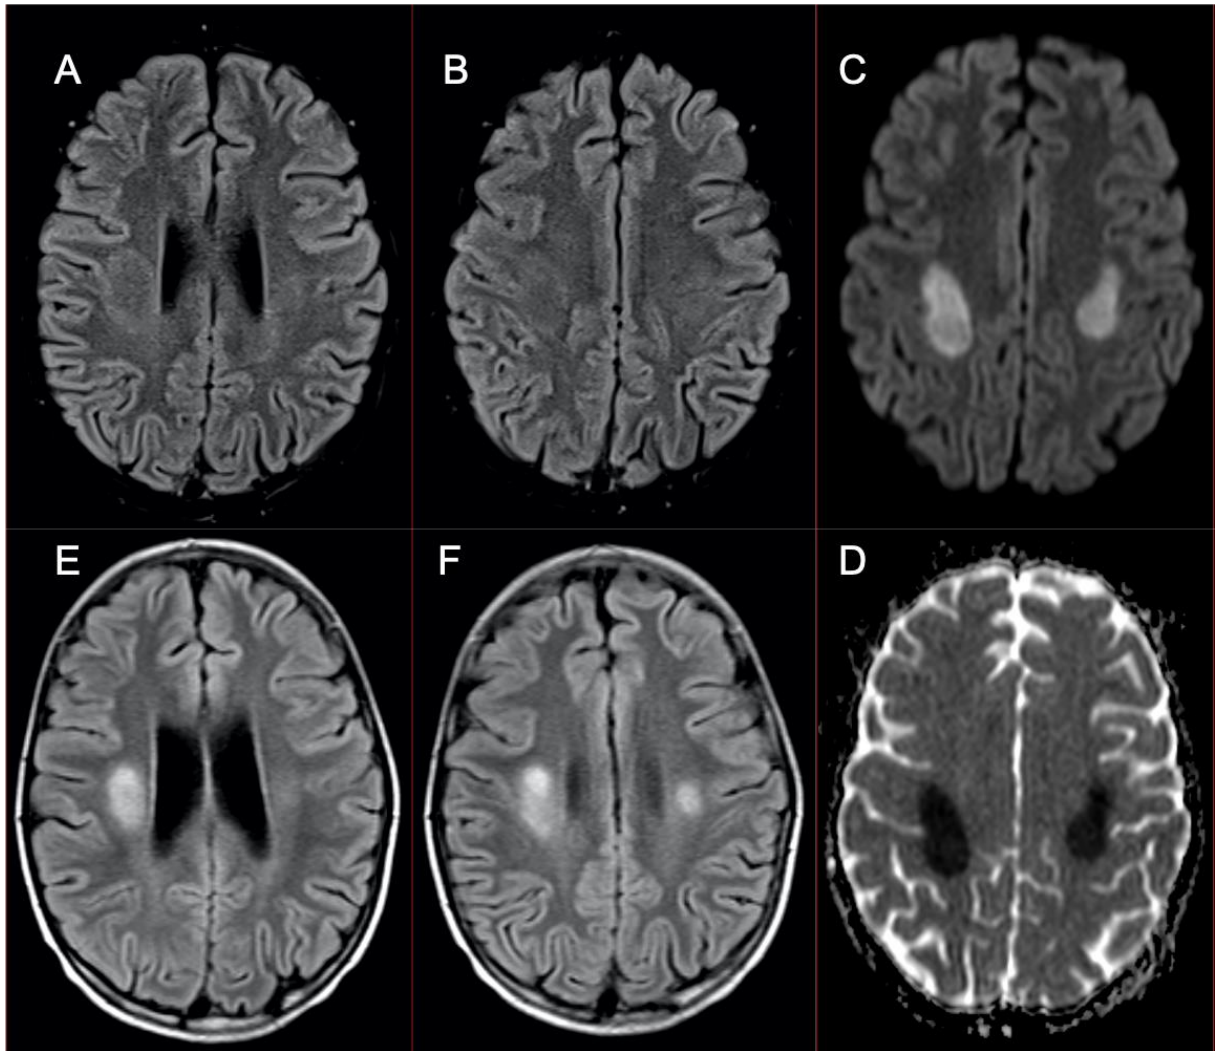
Cas 61 : Enfant de 10 ans : hémiplégie et paralysie faciale gauche d'installation rapidement progressive, avec parésie du membre supérieur droit au cours de la phase d'intensification retardée d'une LAL B. L'IRM initiale montre un hypersignal diffusion (C) avec restriction sur la cartographie ADC (D) de la substance blanche profonde des centres semi-ovales. Il existe une très faible traduction en FLAIR (A et B). Il n'y a pas d'anomalie sur les autres séquences. L'IRM de contrôle réalisée un mois plus tard, montre l'apparition de francs hypersignaux séquellaires sur la séquence FLAIR (E et F). Ces aspects témoignent d'une leucopathie toxique au méthotrexate.
